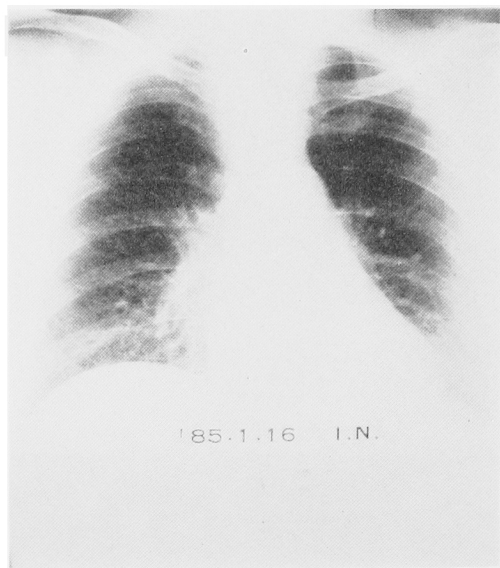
IFN 投与6ヵ月後の胸部単純写真。両肺野の転移巣7カ所のうち6カ所の消失、1カ所の縮小を認めた（この写真では不鮮明だが、断層撮影で確認）。
